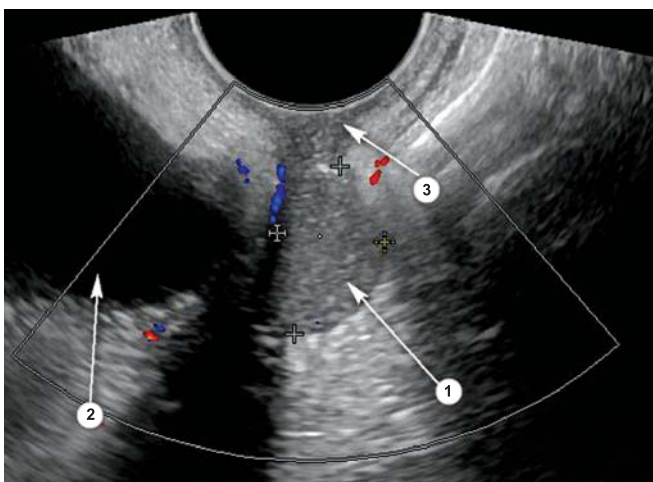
Ультразвуковая томограмма пациентки контрольной группы: 1. Киста с густым содержимым; 2. Мочевой пузырь; 3. Культя влагалища
